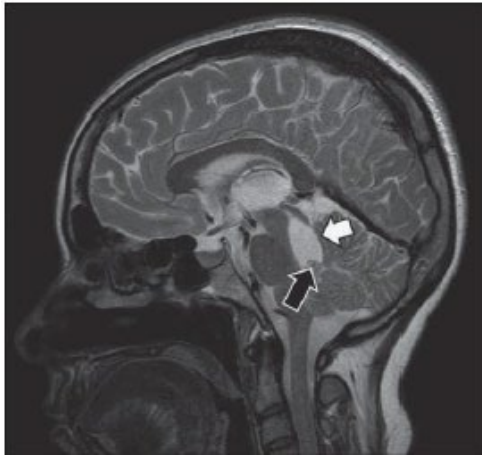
Proyección sagital de RM que revela un quiste ocupando la totalidad del IV ventrículo (flecha blanca) con escólex en su interior (flecha negra).<sup>36</sup>
